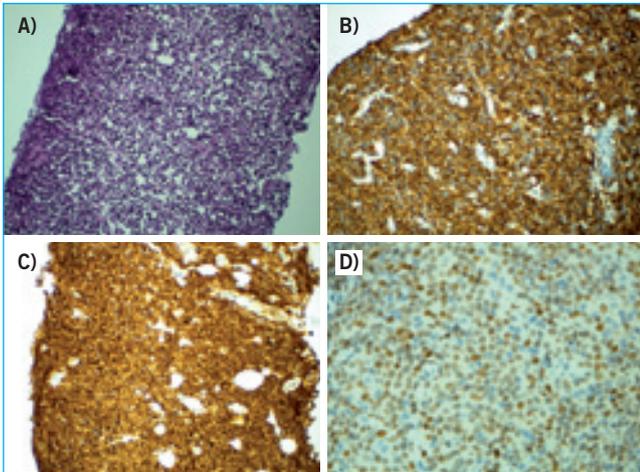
Diagnosi istologica della biopsia TC guidata della massa retroperitoneale nello spazio pararenale anteriore sinistro. Linfoma non Hodgkin B cellulare a piccoli linfociti, a pattern di crescita diffuso e di verosimile origine centro-follicolare: A) ematosilina eosina; B) immunistochimica per CD20; C) morfologia molecolare con immunistochimica per bcl-2; D) morfologia molecolare con immunistochimica per bcl-6
